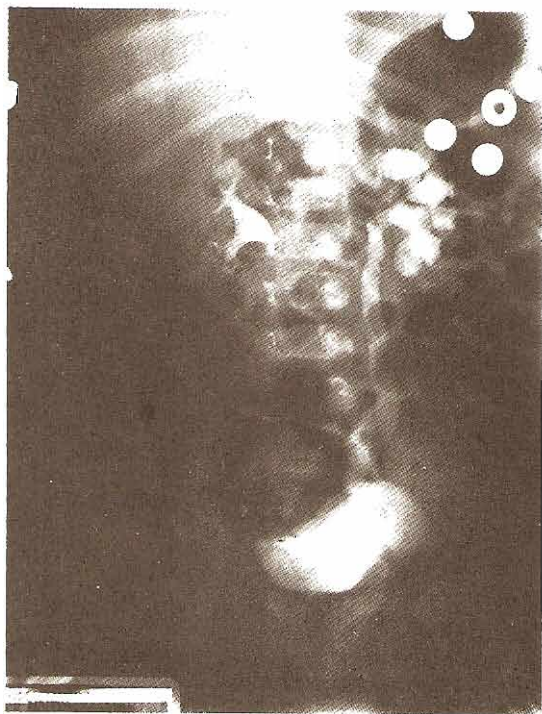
Megauréter obstructivo. Estudio de vigilancia en un niño de nueve meses con hidronefrosis unilateral detectada por ultrasonografía *in utero*. El urograma excretor muestra la configuración clásica de uréter distal dilatado, uréter proximal con menor dilatación y cálices romos.
